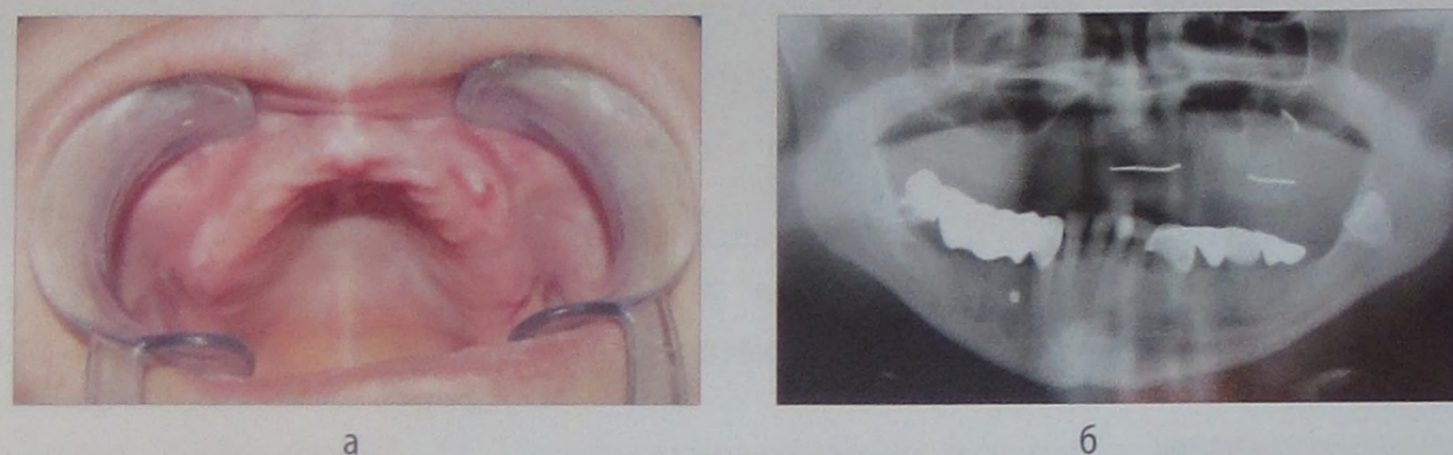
Клиническая картина полости рта (а) и ортопантомограмма челюстей (б) до операции двустороннего синуслифтинга и аугментации альвеолярного отростка верхней челюсти во фронтальном отделе
